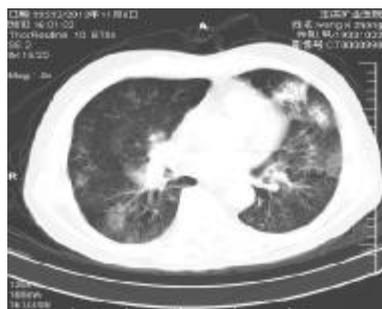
胸部 CT 肺窗, 双肺多发斑片状模糊影
